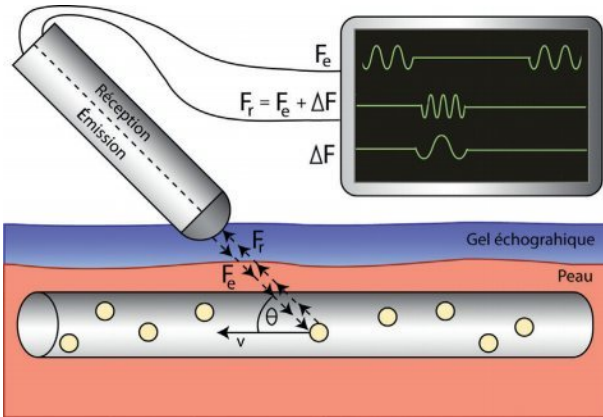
Principe du mode Doppler pulsé.
